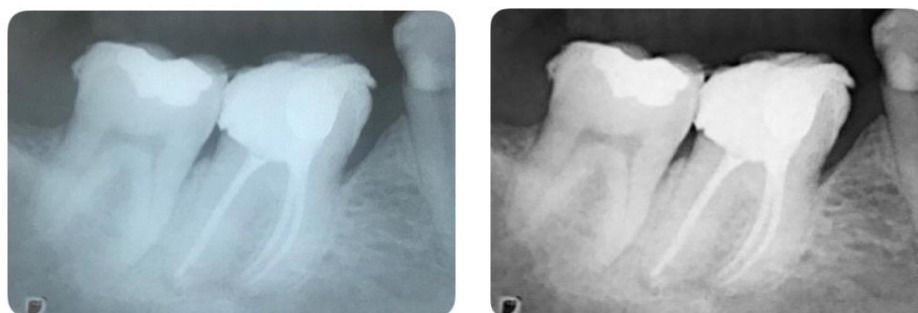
Radiografia periapical final.
